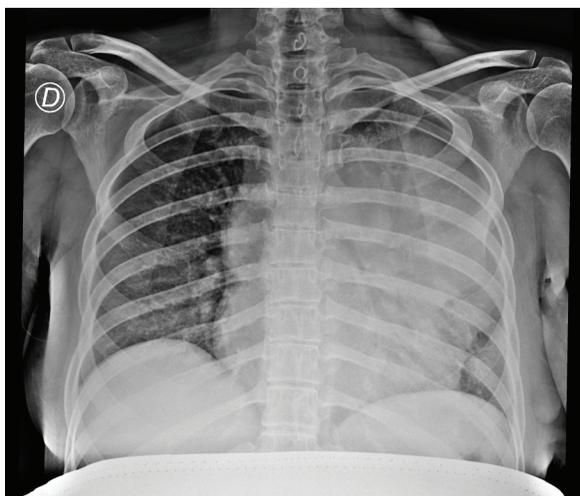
Radiografia do tórax PA: hipotransparência no hemitórax esquerdo com alargamento do mediastino, apagando o contorno do coração.
